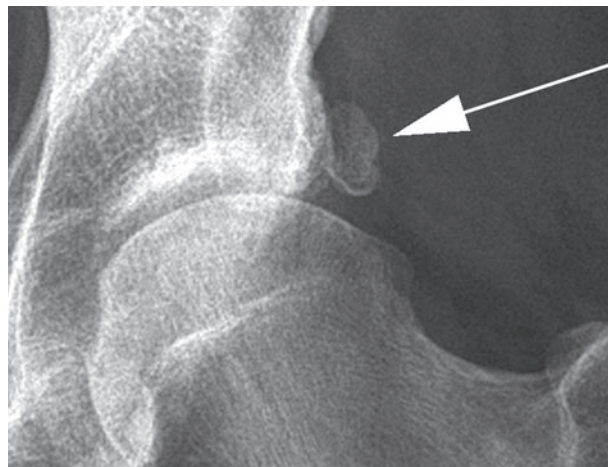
Radiografía frontal que muestra calcificación a lo largo del margen lateral del acetábulo (flecha). Frecuentemente denominado como os acetabuli este hallazgo puede asociarse con “*impingement*”.
